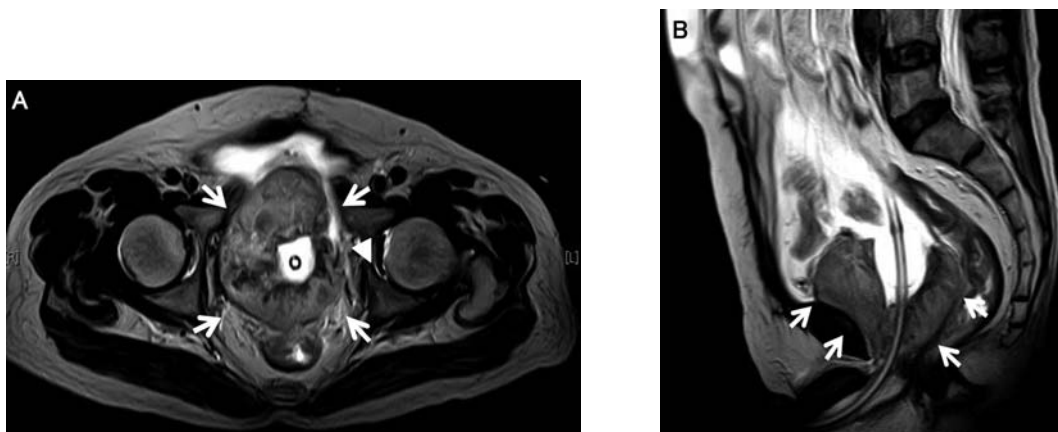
MRI (T2 weighted) revealed an expanded ileal neobladder with huge non-papillary tumor (arrow) occurred from urethral anastomotic region and invasion to ileal neobladder wall (arrow head). A: transverse section, B: sagittal section.
